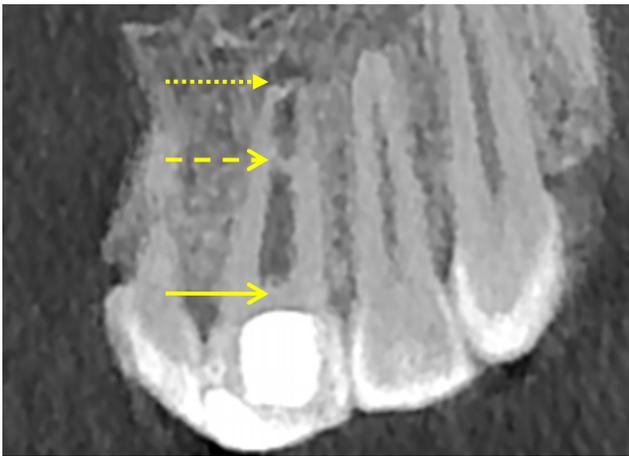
Tercer control (19 meses). Tomografía computarizada de haz cónico Diente 21 (CBCT: campo de visión 12x8). Corte coronal: Barrera cervical (→), Puente dentinario (->), Cierre apical en formación (--->).
